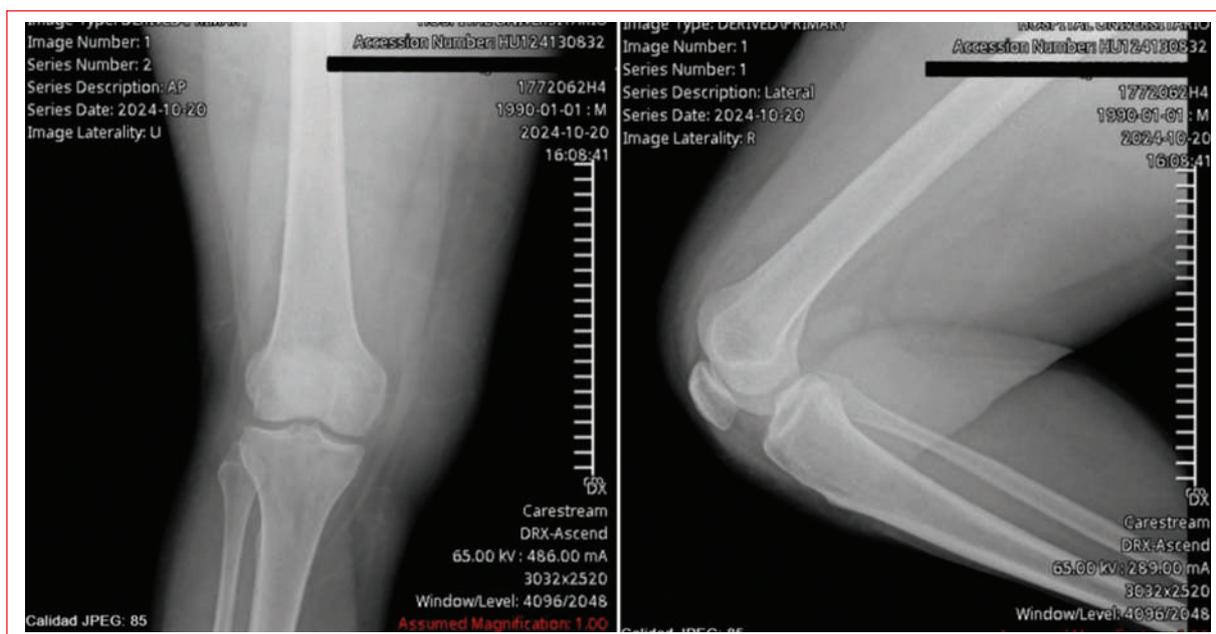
Radiografías anteroposterior y lateral de rodilla derecha sin evidencia de fracturas ni gas.
